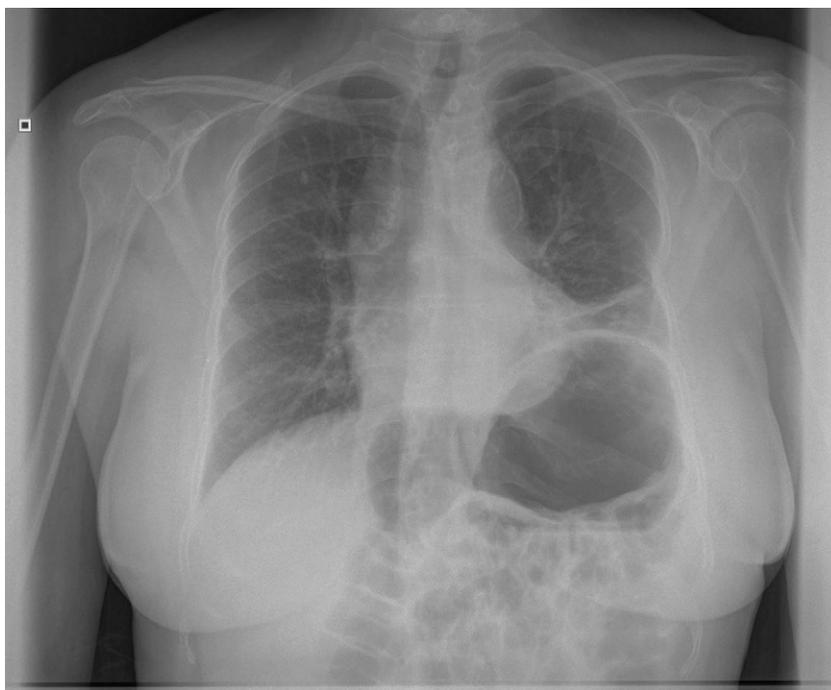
Radiografía de tórax simple donde se evidencia elevación del hemidiafragma izquierdo con hipoventilación basal compatible con parálisis o paresia frénica, y un estómago distendido con un gran nivel hidroaéreo en su interior.
